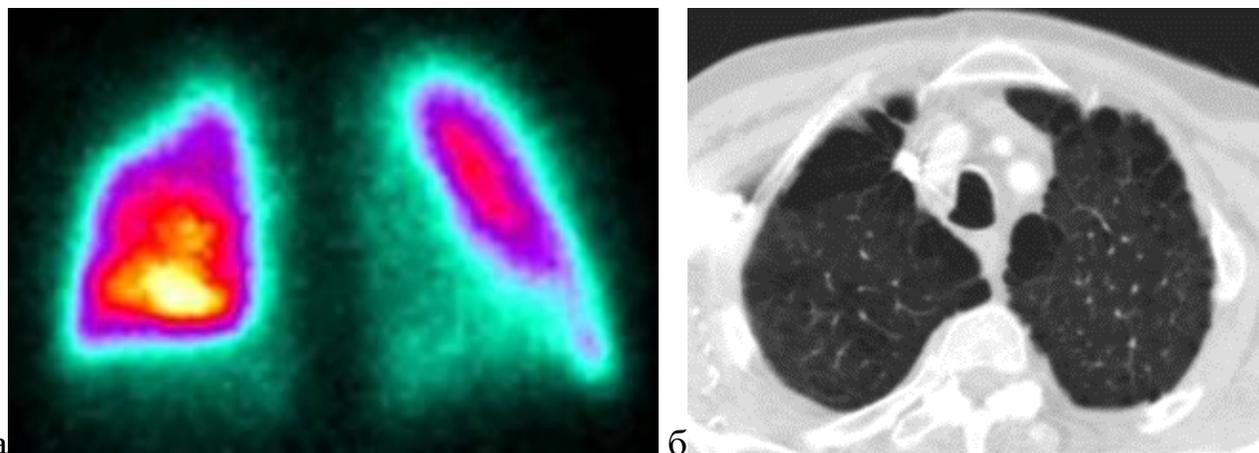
Мелкие буллы на фоне практически не измененной легочной ткани. а – перфузионная сцинтиграфия легких, б – МСКТ грудной клетки
